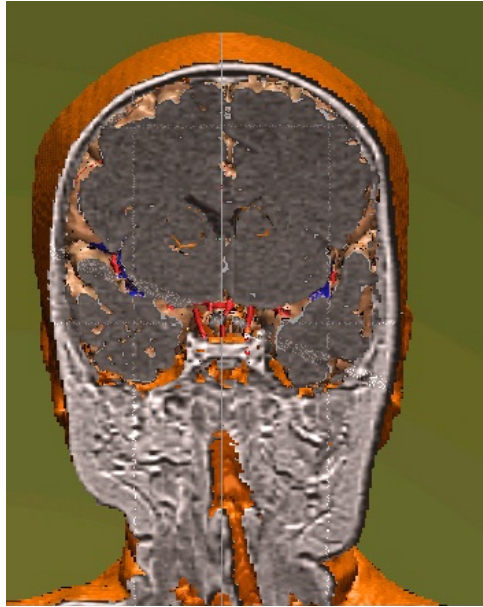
Schnittansicht einer schräg im Vorderhirn liegenden Ebene innerhalb des in dieser Arbeit verwendeten MRT-Datensatzes. Die Schnittfläche zeigt die angeschnittenen Hirnteile.*
